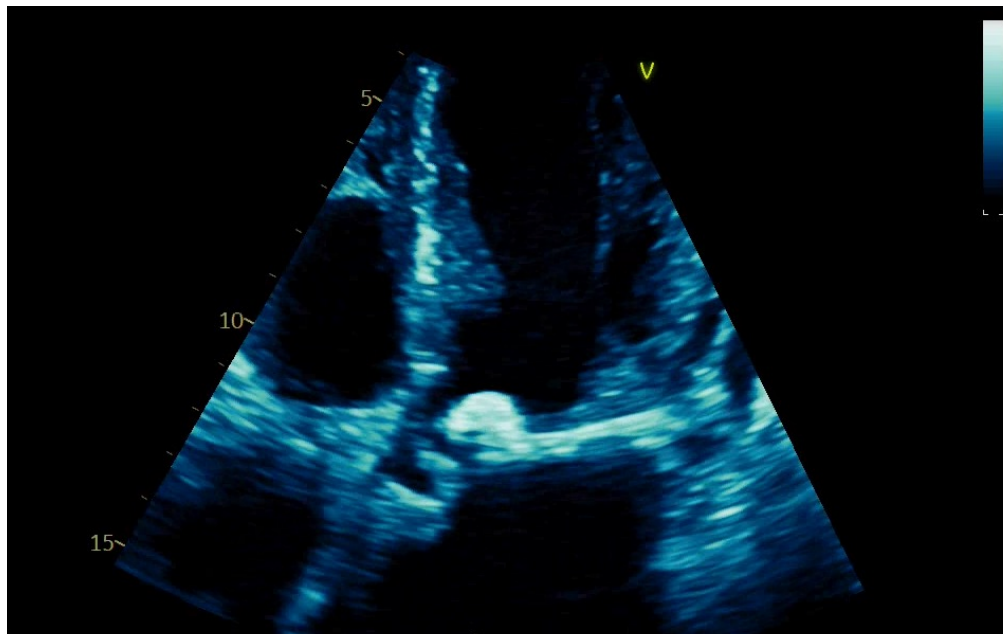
Vista apical 5 cámaras en ecocardiograma transtorácico que evidencia un área válvula aortica disminuido y severa limitación en su apertura.
